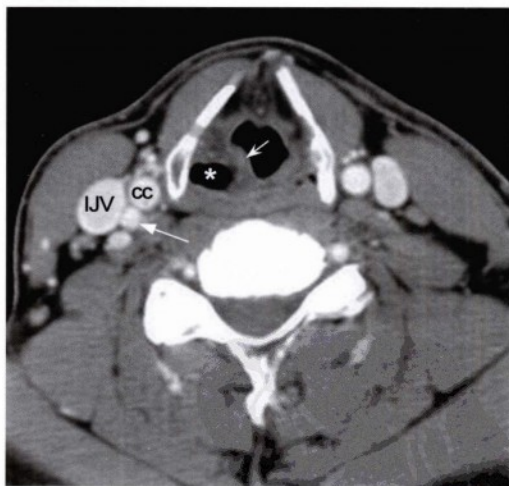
同一患者声门上水平的轴位增强CT图像，显示右侧杓状会厌襞向前内侧移位（凹箭头），同时右侧梨状窝（星号）扩张。在右侧颈总动脉（CC）及颈内静脉（IJV）附近可见不对称增生的血管（直箭头）。
